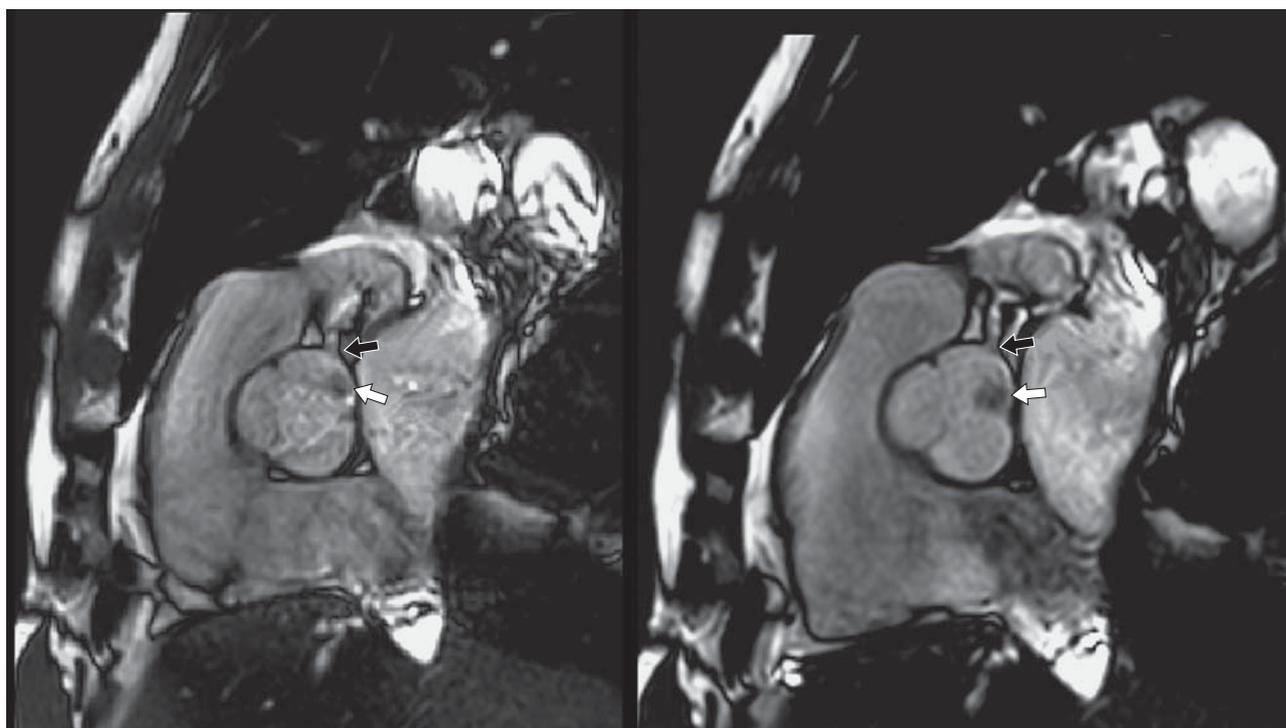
Наблюдение 1. На чресклапанных срезах кино-МРТ в систолу (слева) и в диастолу (справа) опухоль (белая-стрелка) на аортальной поверхности левой коронарной створки не достигает устья левой коронарной артерии (ЛКА) (черная стрелка).
